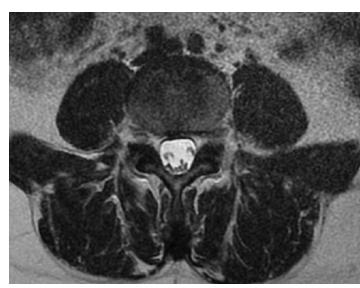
а,b,c - Пациент А., 51 год. Острые боли в пояснице (после подъема тяжести в быту), усиливающиеся при движениях. На МРТ небольшое снижение высоты диска L5-S1 и ее протрузия до 2-3 мм. Компрессии корешков нет. Через 2 недели консервативного лечения (корсет, обезболивающие - НВПС, покой и др.) выздоровление
